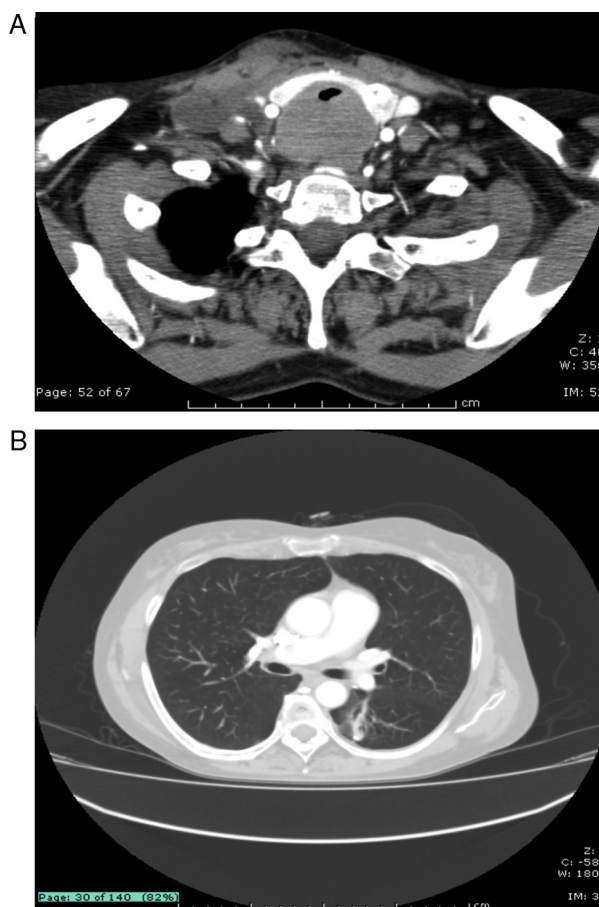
A) Obstrucción traqueal por masa infiltrante en TAC de cuello.
